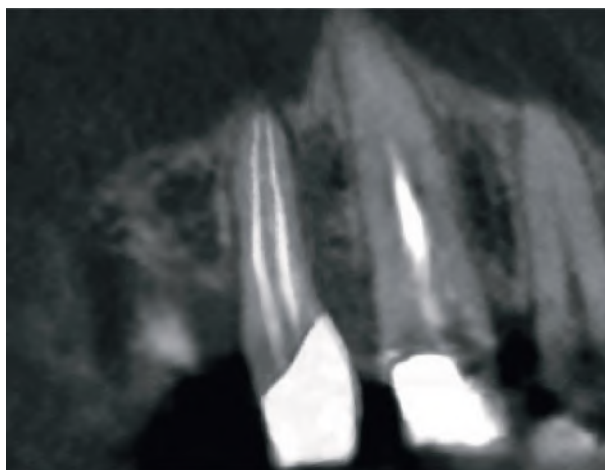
Результати томографії 14 після лікування (термін 6 місяців після закінчення лікування).
